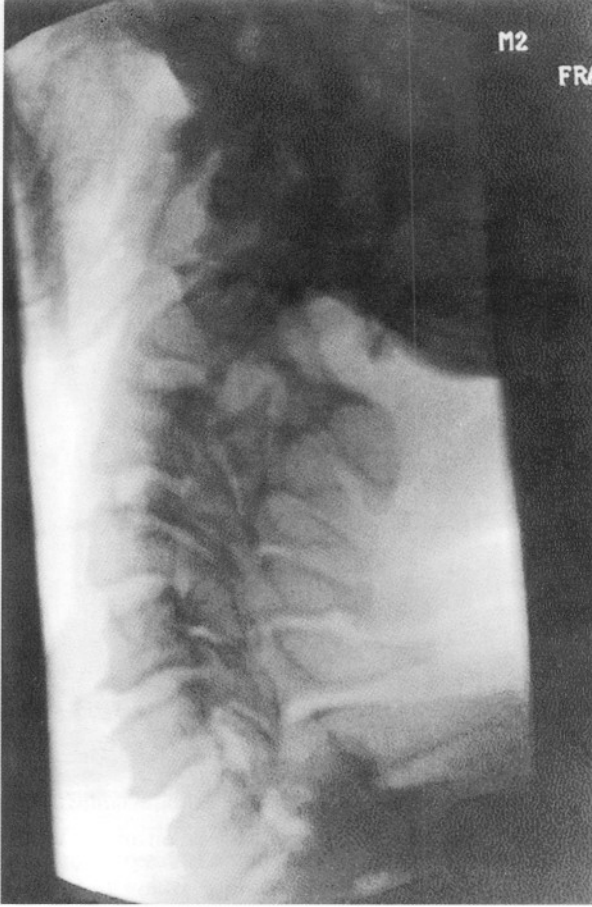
Yan grafide interfaset vida fiksasyonu ve C1-C2 posterior elemanlarda interlaminar kemik füzyon
